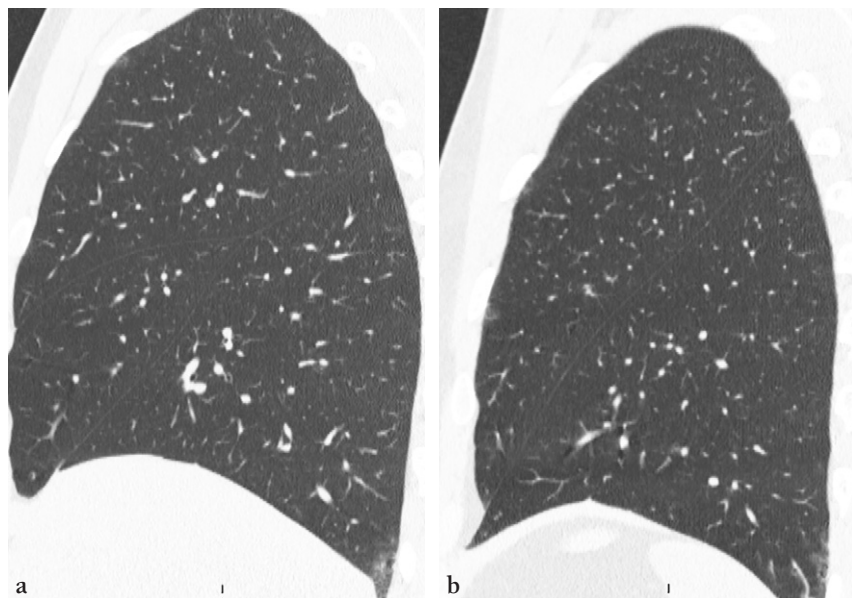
Petite et grande scissures en TDM. Reconstructions sagittales à partir d'une acquisition en collimation de 1 mm en fenêtre parenchymateuse pulmonaire. Notez l'aspect plus vertical de la grande scissure gauche par comparaison à la droite.
